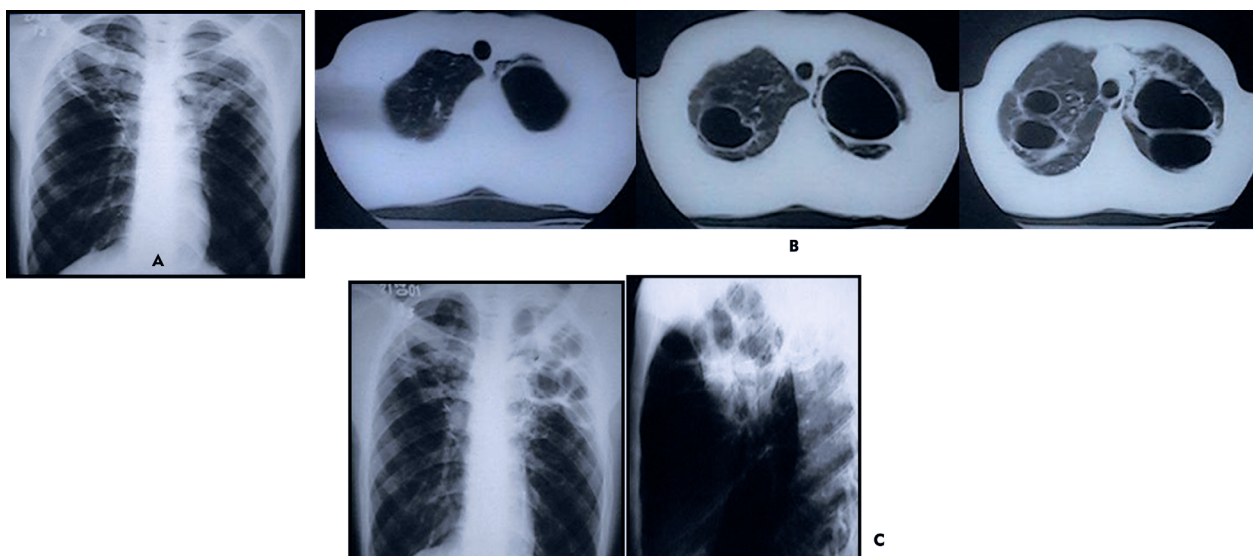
Homem, 23 anos, com sequelas de tuberculose bilaterais. Hemoptise volumosa, 600ml em 24h, proveniente do lobo superior esquerdo. Controle do sangramento com soro gelado. Sem função para ressecção pulmonar. A) Lesões cavitárias bilaterais nos terços superiores de ambos os pulmões. B) TC mostra grandes lesões cavitárias em ambos os pulmões. Paciente foi submetido a plumbagem extraperiosteal à esquerda. C) Radiografias em PA e Perfil de plumbagem. Paciente evoluiu bem.
